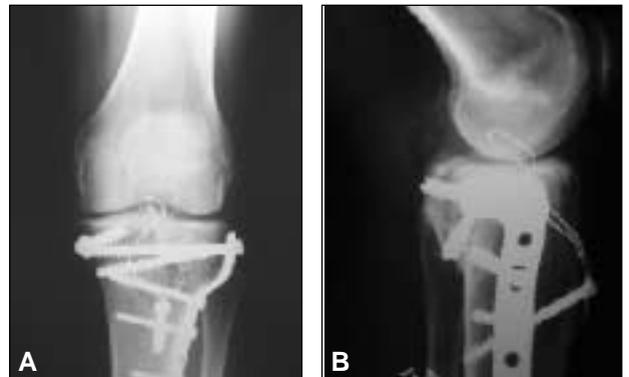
A y B. Radiografías a los 24 meses de la cirugía con resultado satisfactorio.
